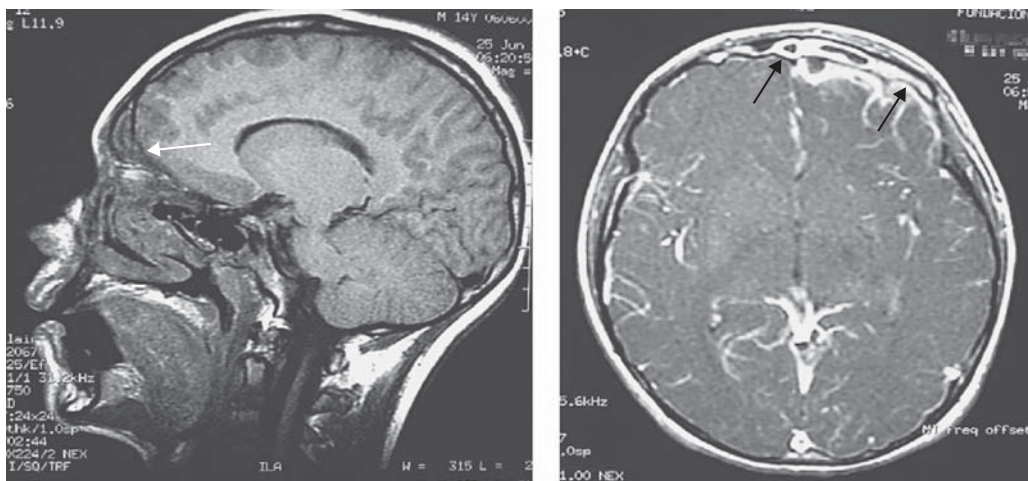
Absceso epidural. Estudio de imágenes por resonancia magnética en un paciente con un absceso epidural (flechas).
